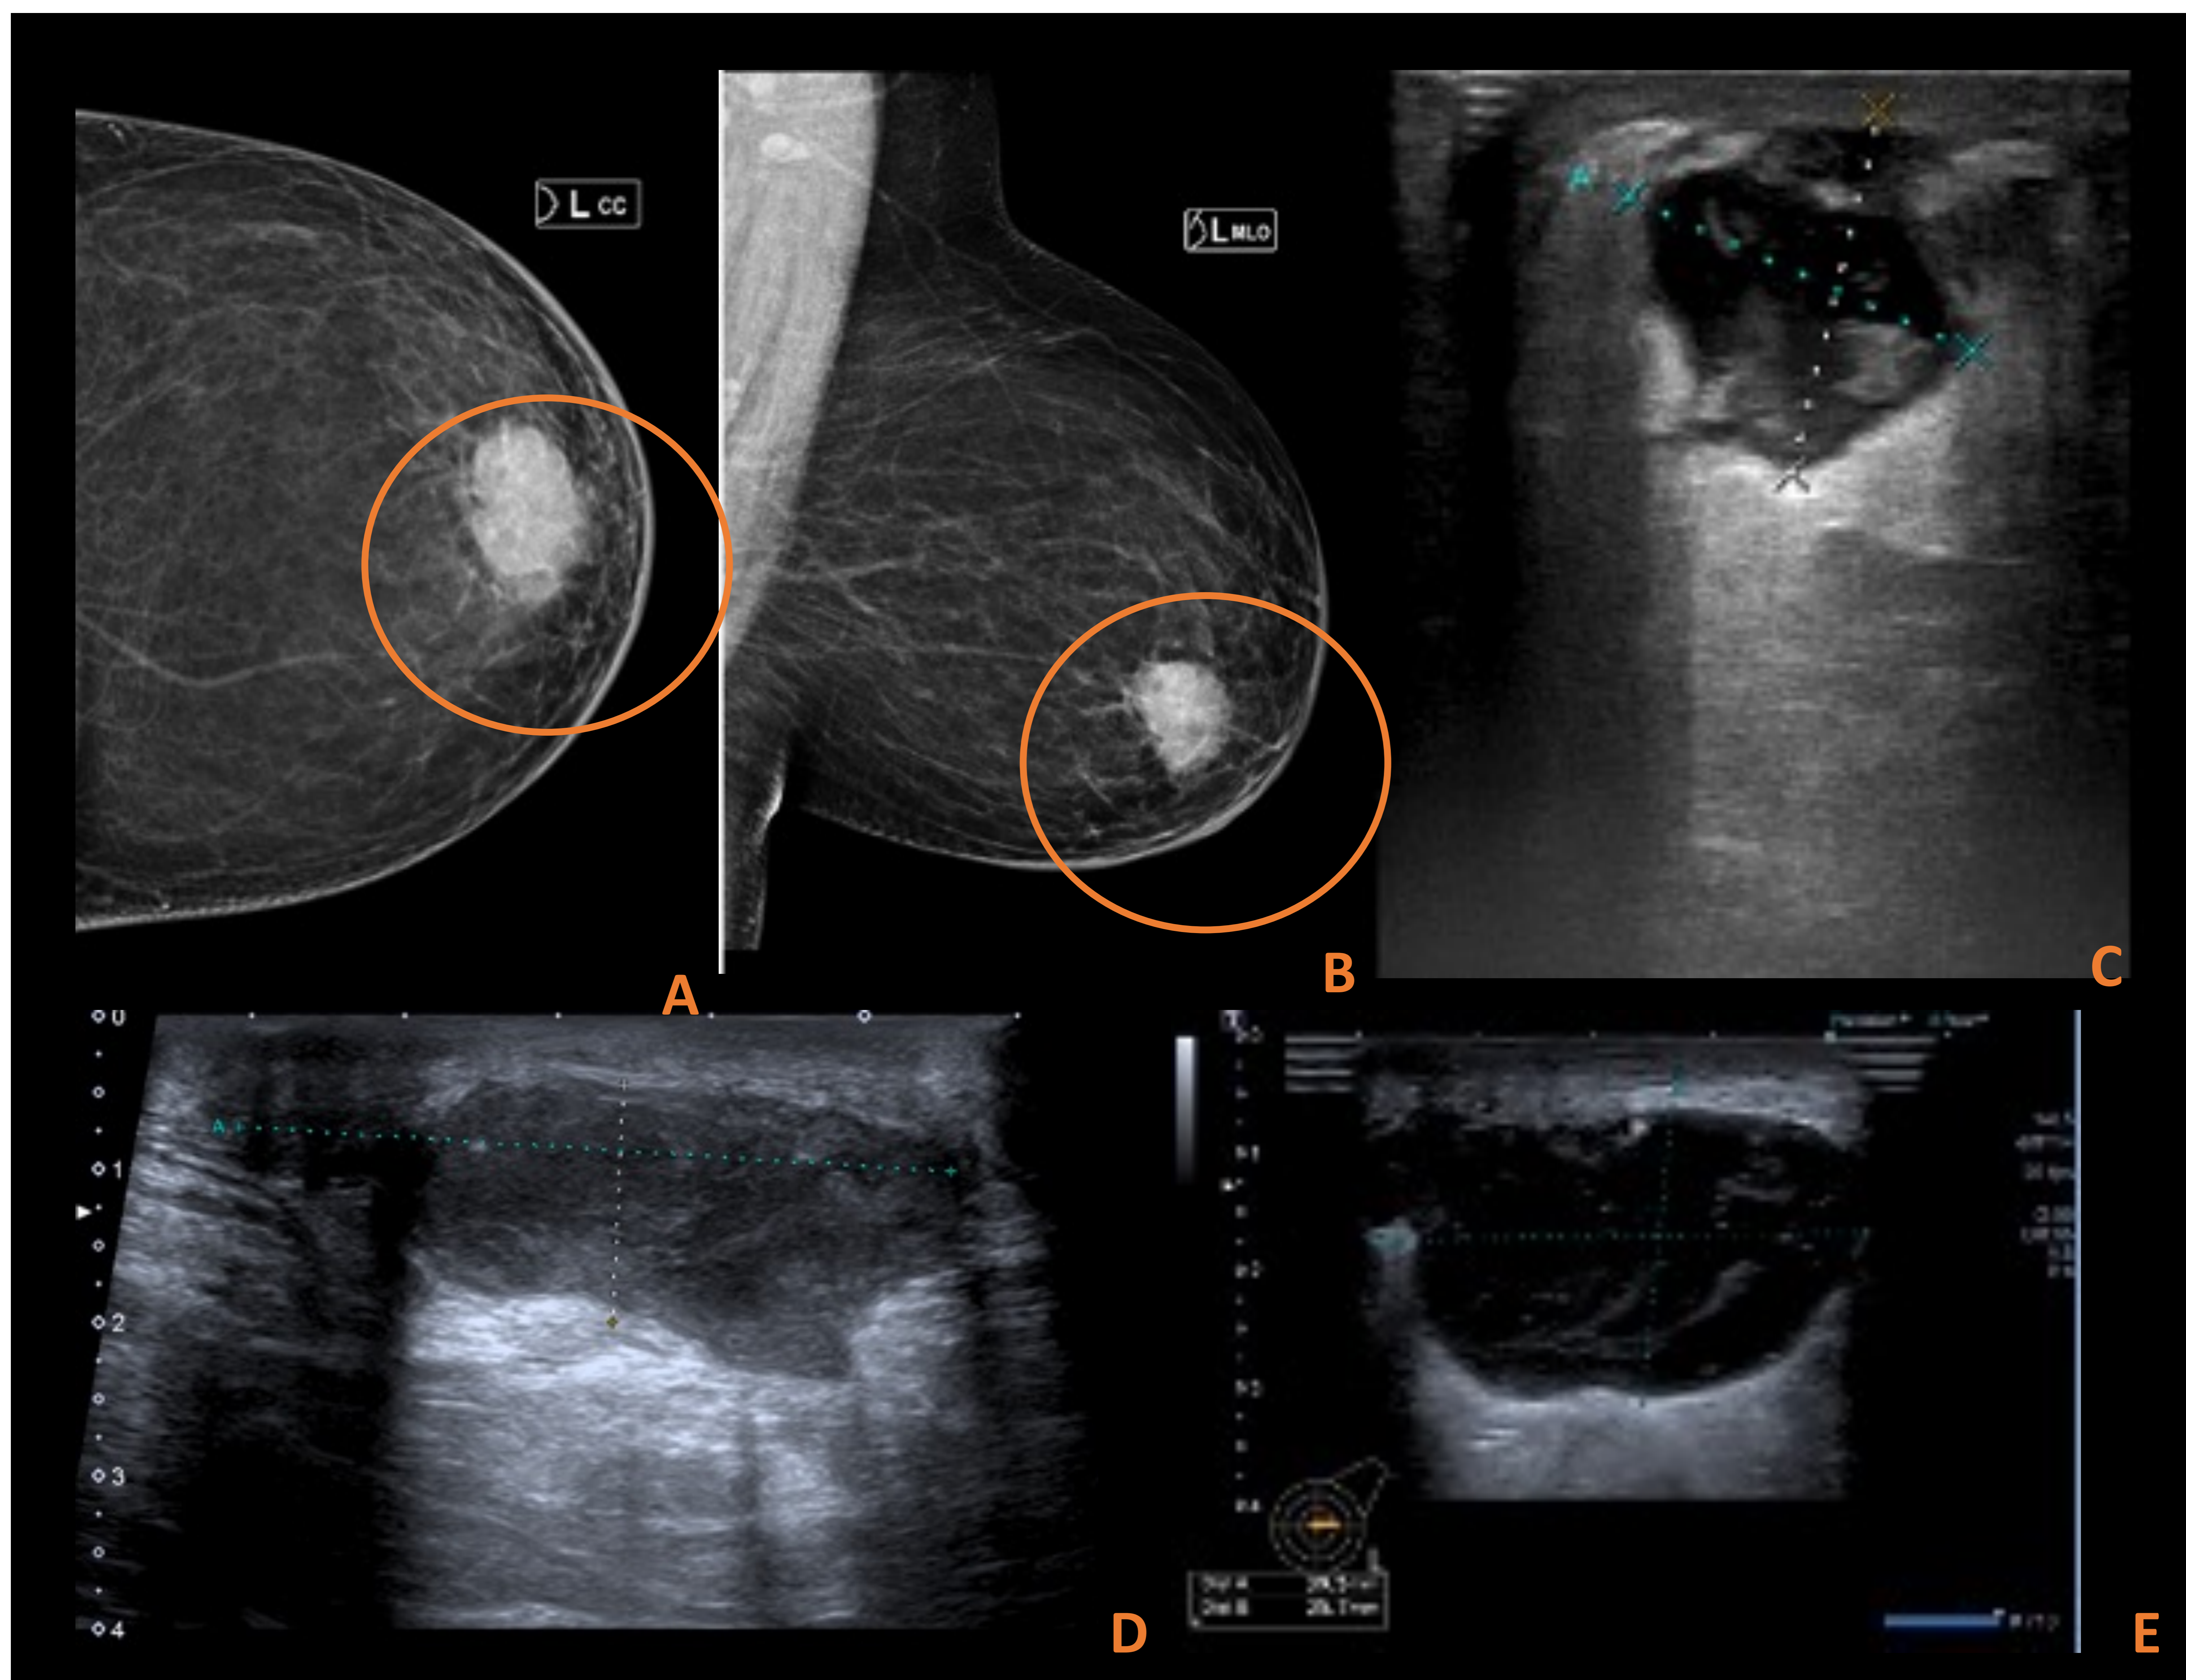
Mujer fumadora de 42 años con abscesos retroareolares recurrentes. Imagen nodular retroareolar (A, B) en MI que por ecografía corresponde a una colección líquida (C) en relación con absceso. Otras ecografías con abscesos retroareolares recidivantes (D, E) de la misma localización en relación con mastitis periductal.
